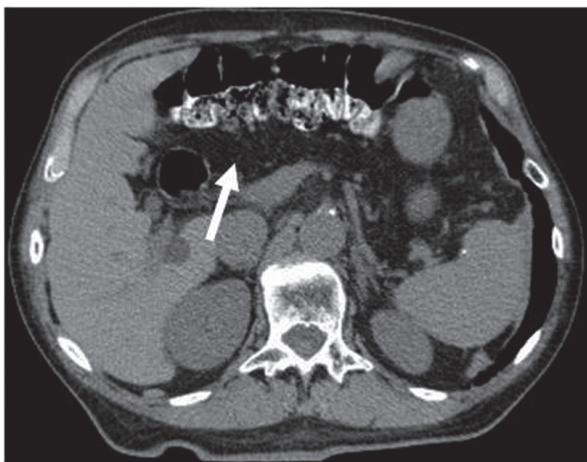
Tomografía computada con contraste oral, corte axial: se observa tejido grasoso en la región ocupada por la glándula pancreática (flecha).
